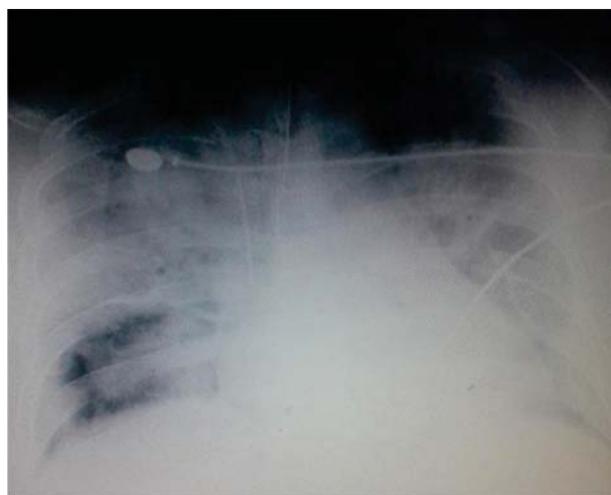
Radiografía del paciente donde se observan infiltrados bilaterales.
